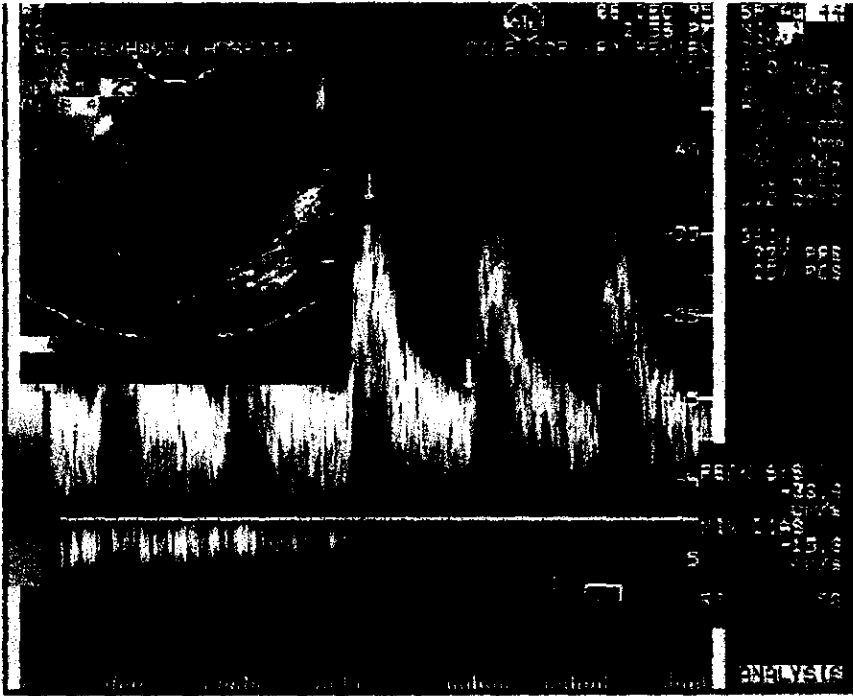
Fotografía de un ultrasonograma doppler color mostrando el incremento en el índice de turbulencia característico de un tumor maligno (tumor mixto mulleriano) de cuerpo uterino. (Tomado de: Di Saia VT, Hellman S, Rosenberg SA. Sarcoma of the Uterus. En: Cancer. Principles and Practice of Oncology. 5th edition on CD-ROM. Lippincott-Raven Software. Westmont, Illinois, USA, 1997.)
